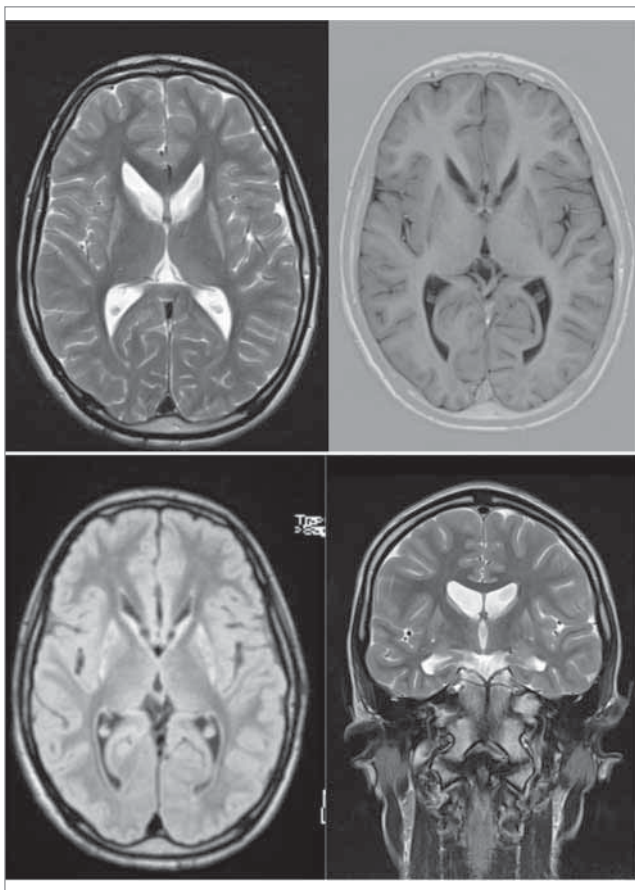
On the brain MRI, the atrophy of the head of the caudate nucleus, striatum, cerebral cortex with ventriculomegaly in the form of «butterfly wings» is diagnosed
